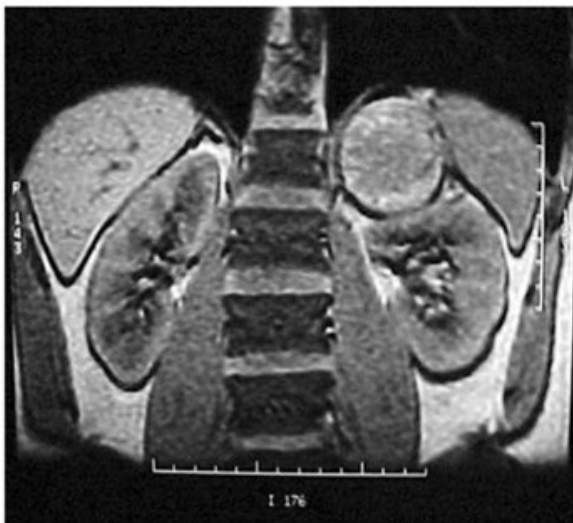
MRI showing large adrenal mass - hyperintense in T2.
